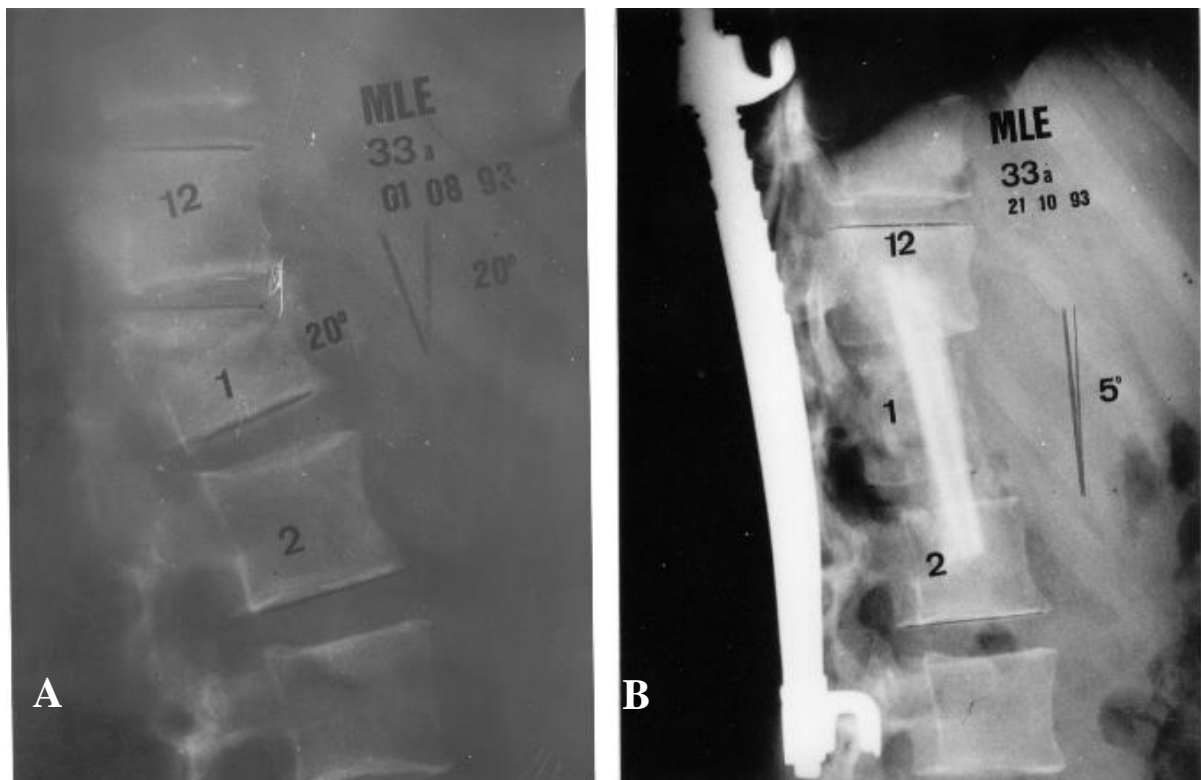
Radiografias em perfil de FE no pré-operatório, houve compressão medular e paraparesia (A). Após instrumentação de Harrington e artrodese, associada à hemicorporectomia vertebral, descompressão medular e artrodese anterior (B)
